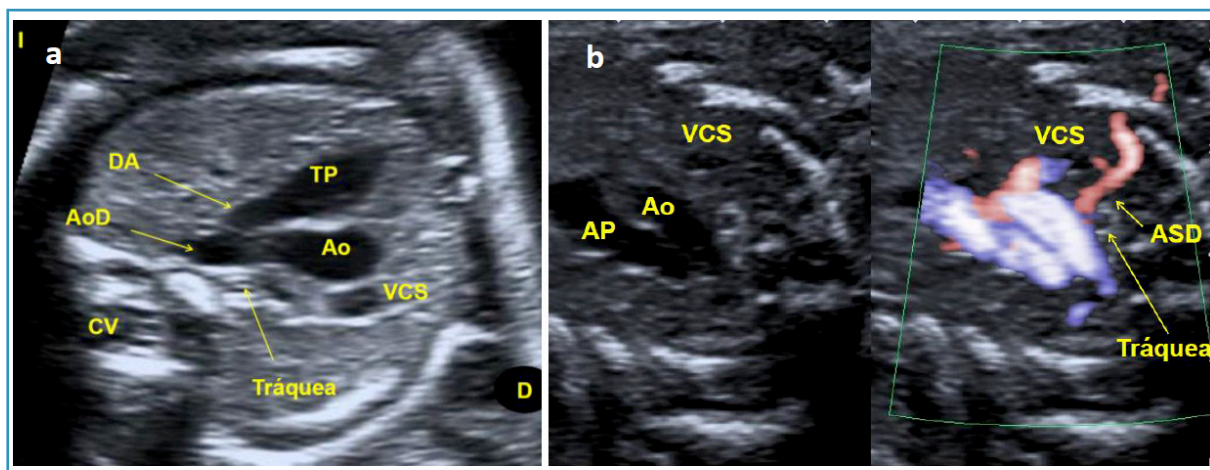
a. Corte de 3 vasos-tráquea. De izquierda a derecha: arteria pulmonar (AP), aorta (Ao) y vena cava superior (VCS). Observar cómo la AP y la Ao se encuentran a la izquierda de la tráquea y confluyen en forma de "V" a través del *ductus* arterioso (DA) en la aorta descendente (AoD). CV: columna vertebral. D: derecha. I: izquierda. b. El Doppler color muestra el trayecto normal de la arteria subclavia derecha (ASD) por delante de la tráquea. Si fuera retrotraqueal, sería una ASD aberrante, que puede ser una variante de la normalidad, aunque aparece con mayor frecuencia en casos de trisomía 21.
